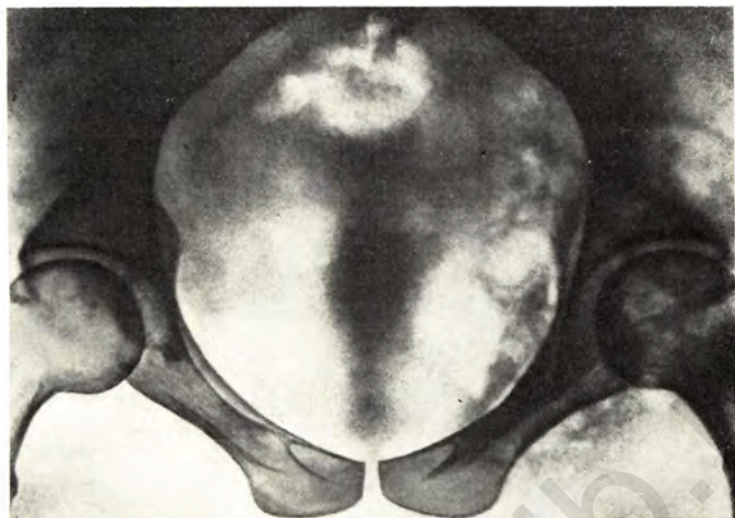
Рентгенограмма входа в таз. Продольно-овальная форма входа в таз. Прямой размер больше поперечного.
